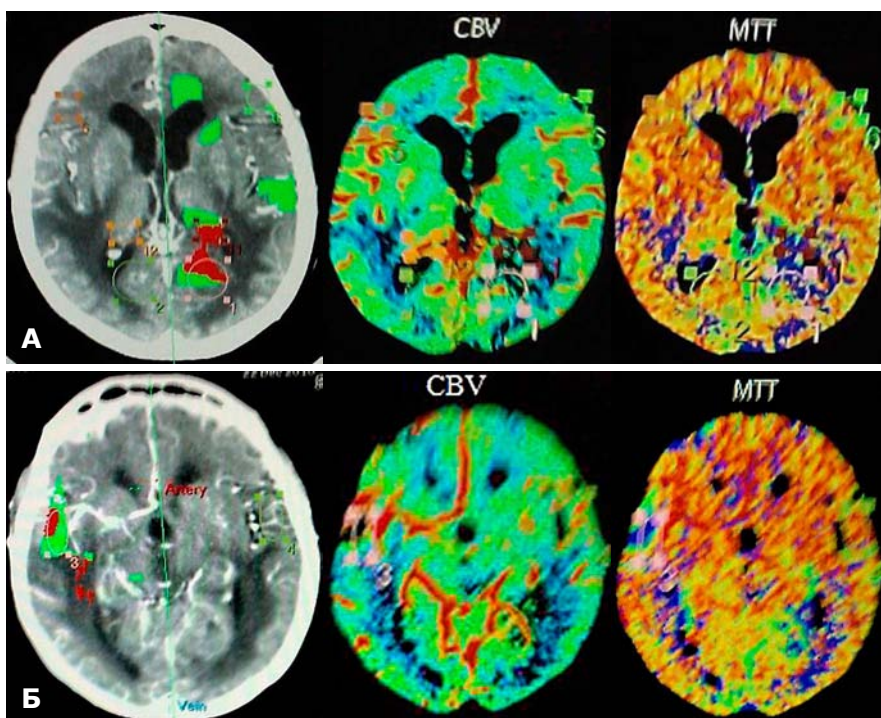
Хворий К, 51 року. Мультимодальна оцінка дооперційних інтраскопічних (нейровізуалізуючих) методів. Перфузійна КТ та побудовані перфузійні карти для вогнищового ураження лівої (А) та правої (Б) півкулі великого мозку.
